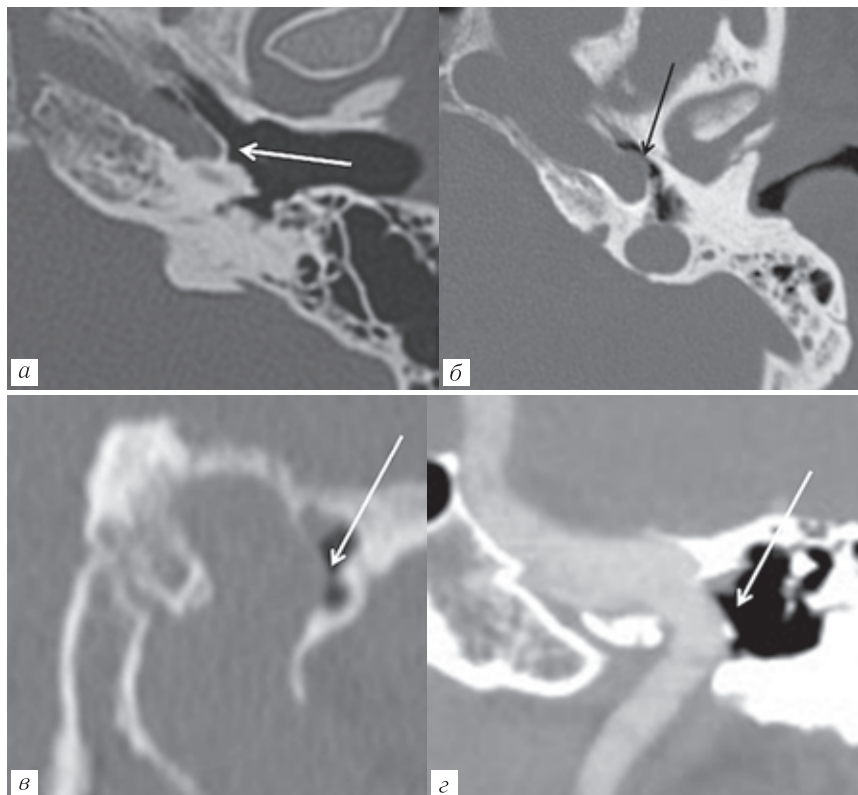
Латерализация внутренней сонной артерии: *а* — обычный ход каменистой части внутренней сонной артерии, медиальнее костного устья слуховой трубы (стрелка); *б* — protruzия ВСА в передние отделы мезотимпанума, аксиальная плоскость; *в* — protruzия ВСА в передние отделы мезотимпанума, корональная плоскость. Здесь также прослеживается вертикальный сегмент каменистой части канала ВСА, однако без внутривенного контрастирования это не позволяет достоверно дифференцировать латерализацию ВСА и aberrантную ВСА; *г* — КТ-ангиография. Вертикальный сегмент каменистой части ВСА отчетливо визуализируется, не сужен, следовательно имеет место именно латерализация, а не aberrантный ход ВСА
